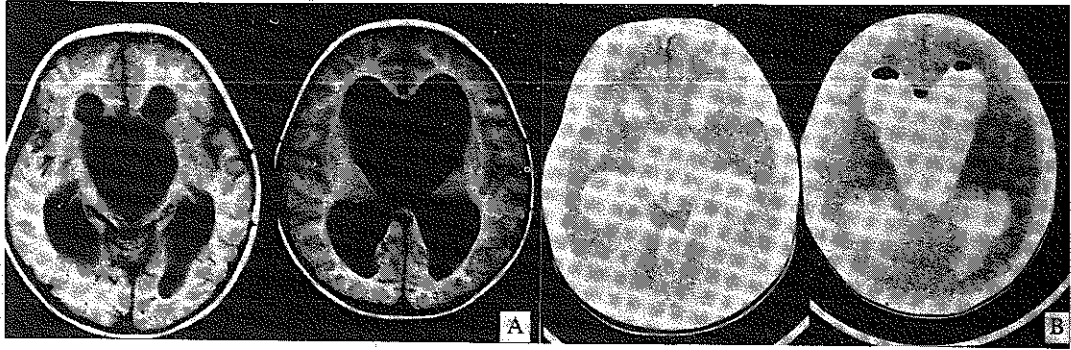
(A) Preoperative T2WI MRI showed suprasellar arachnoid cyst with hydrocephalus.
